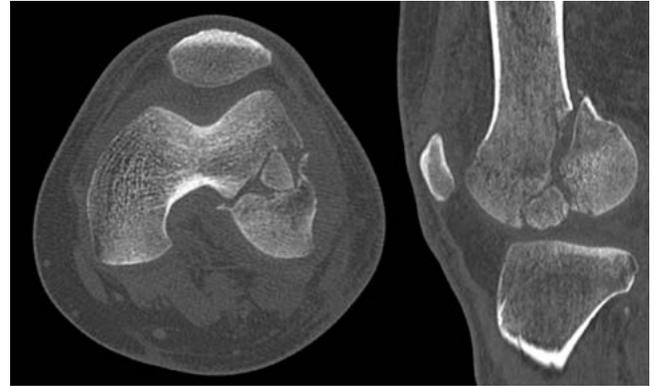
TAC de rodilla izquierda
